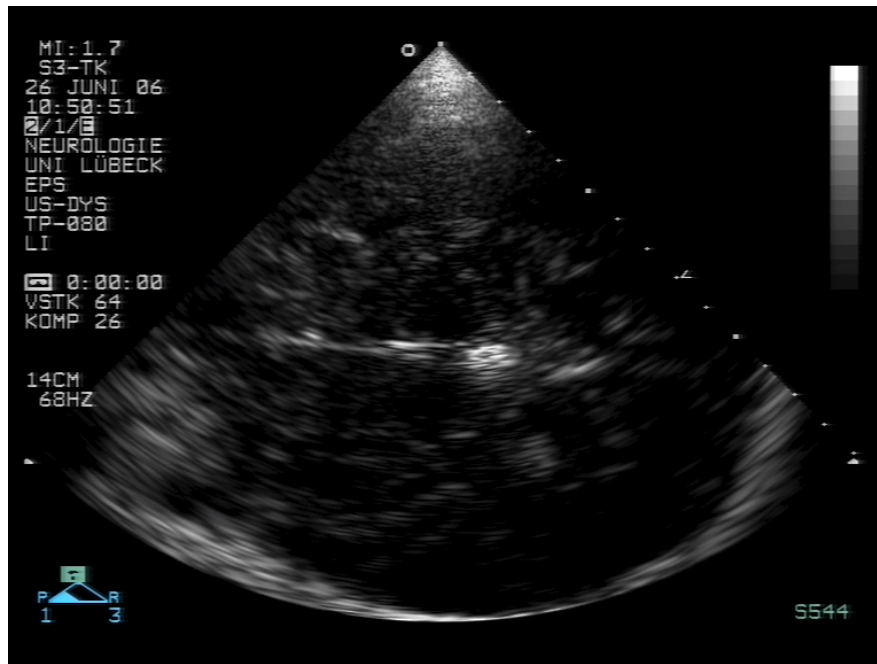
Sonographische Darstellung der Thalamusebene
